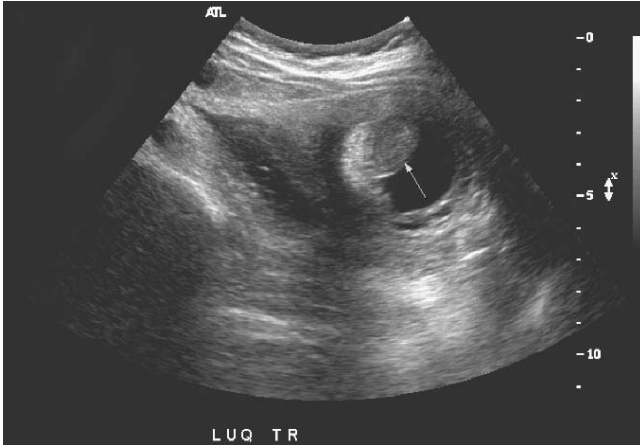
Abdominal sonography showed elongated cystic mass (arrow) in left upper quadrant.
